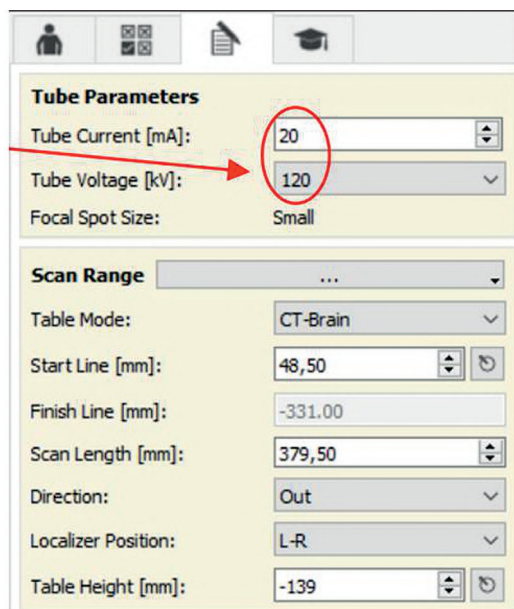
Parámetros de adquisición CT.
